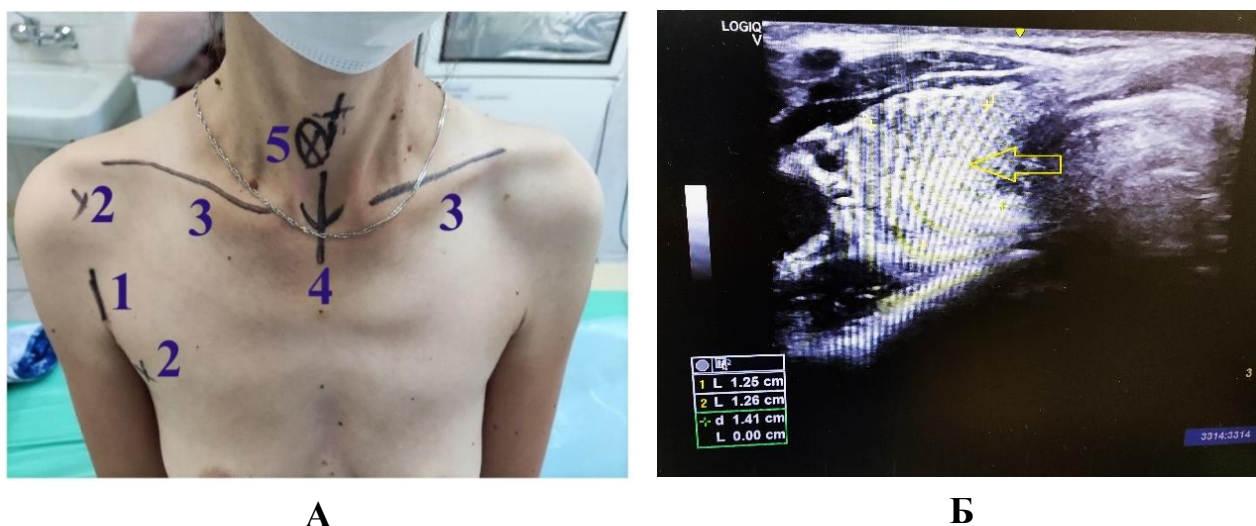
А. Разметка анатомических ориентиров перед операцией (1–место установки 10мм троакара, 2– точки установки 5 мм троакаров, 3 – проекция ключиц, 4 – срединная линия шеи, 5 – контуры образования ЩЖ. Б. Предоперационное УЗИ (образование отмечено желтой стрелкой)
